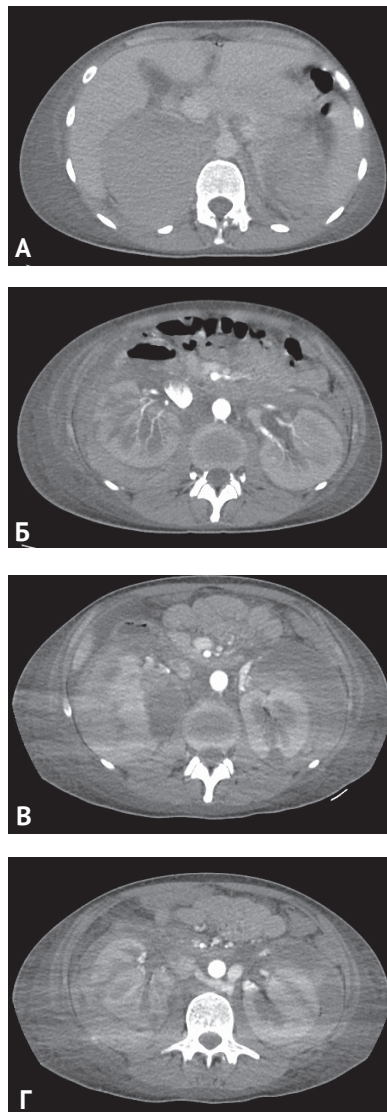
Компьютерные томограммы больной К.: А — нативная фаза, двустороннее паранефральное кровоизлияние с образованием свертков; Б — артериальная фаза, выраженная редукция кровотока в почках, данных за экстравазацию контрастного вещества нет; В и Г — паренхиматозная фаза, разрывы паренхимы обеих почек
